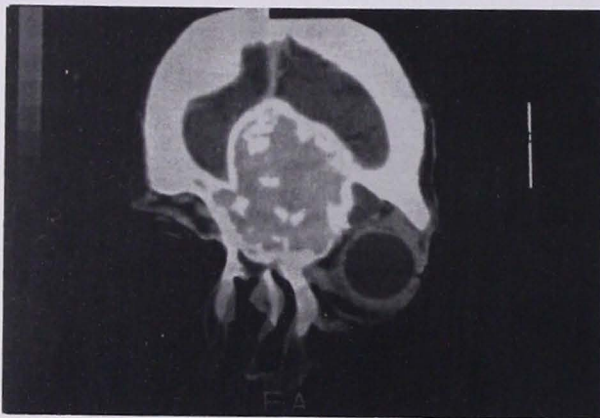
Tomografía computada de nariz y senos paranasales en corte coronal. en donde se observa en el seno frontal y etmoidal izquierdo, una lesión expansiva heterogénea con calcificaciones en el interior.
